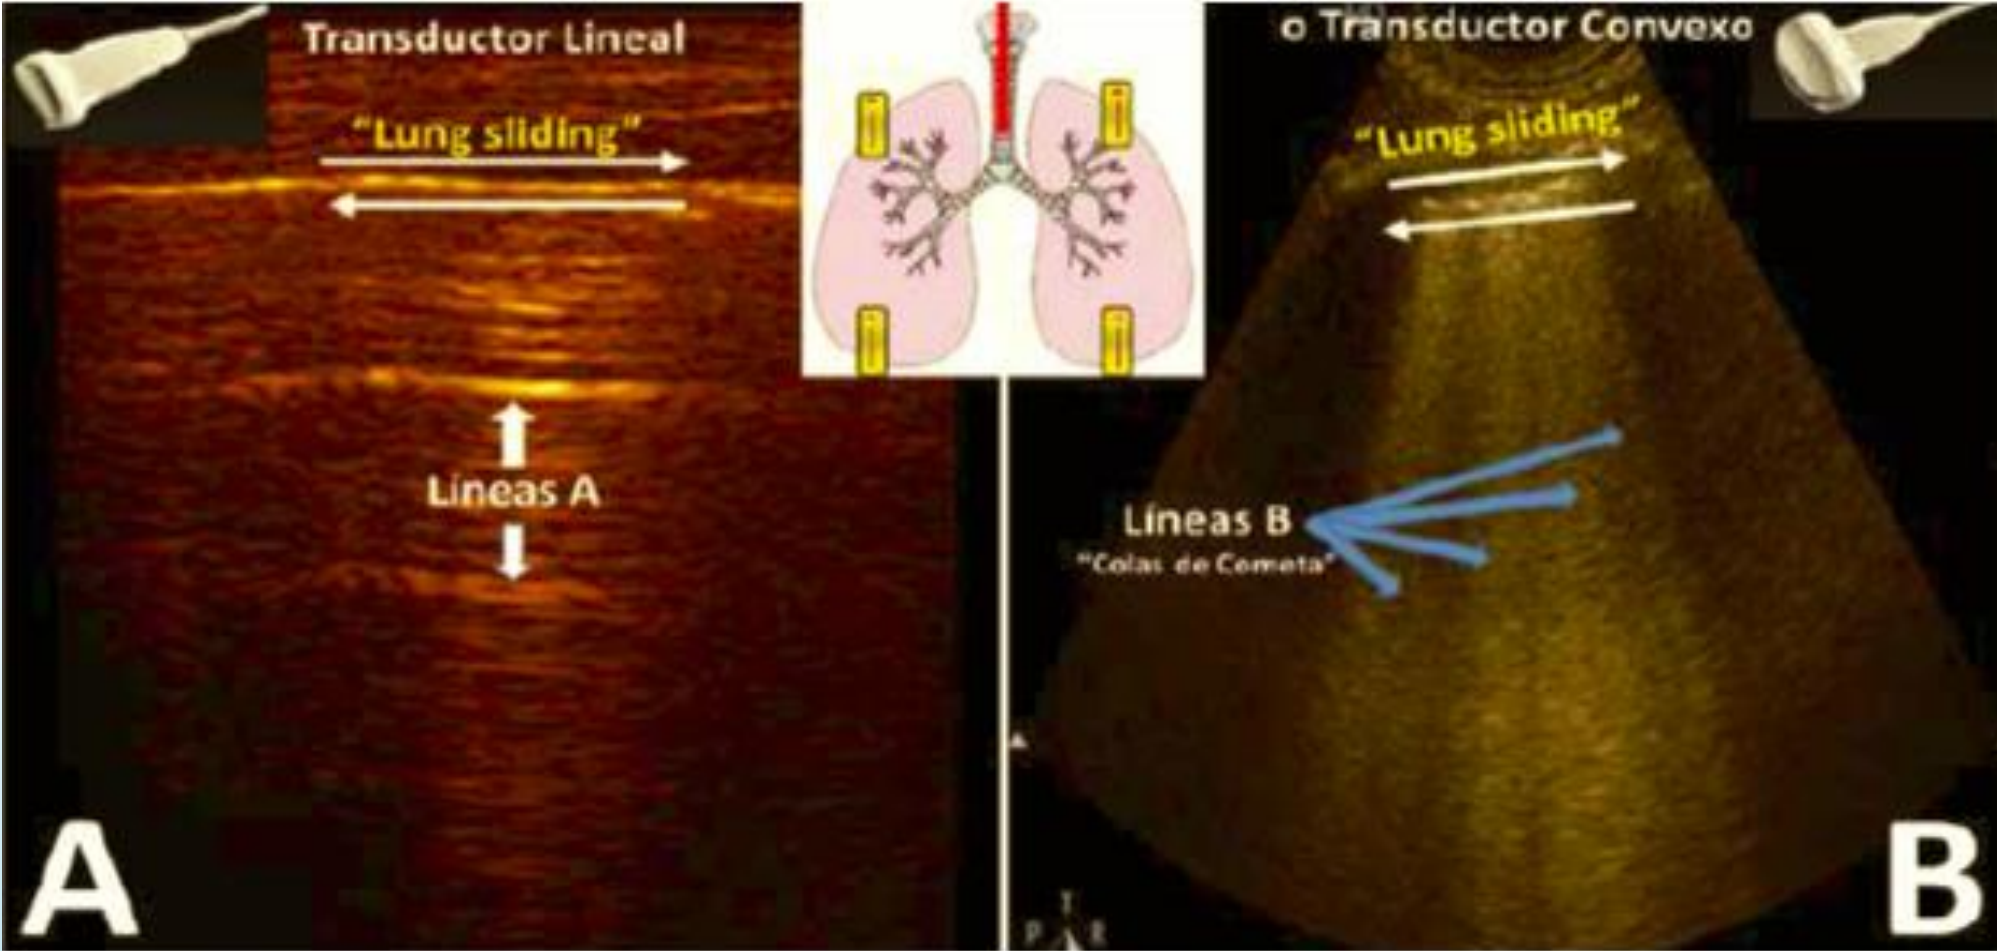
Ecografía pulmonar: (A) Patrón normal o en paciente sin congestión pulmonar, (B) Patrón anormal como en los pacientes con congestión pulmonar.
